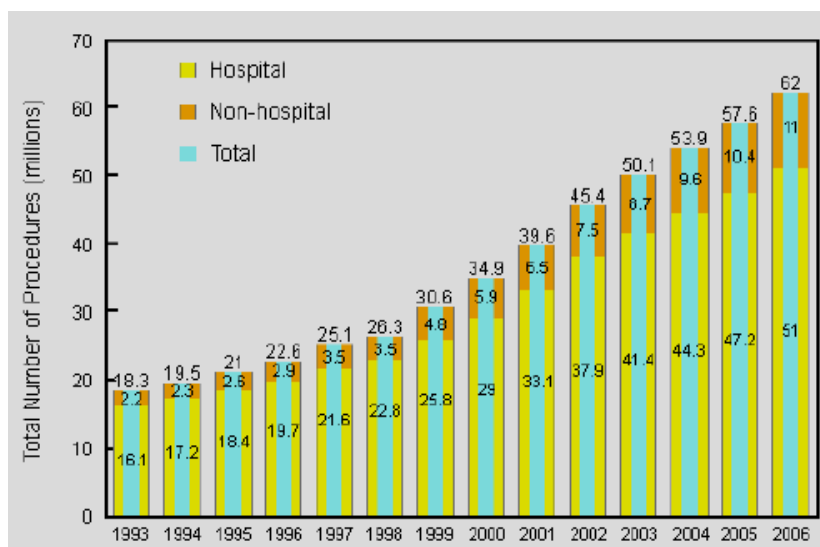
Evolução do número de TC's até ao ano 2006 [44]
